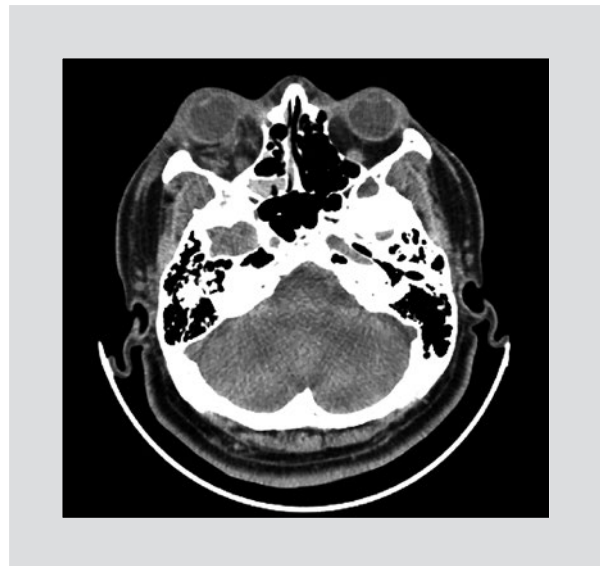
Tomografía computarizada de órbitas, corte axial, ventana para tejidos blandos, en la que se observa la sección de los nervios óptico y recto medial.
